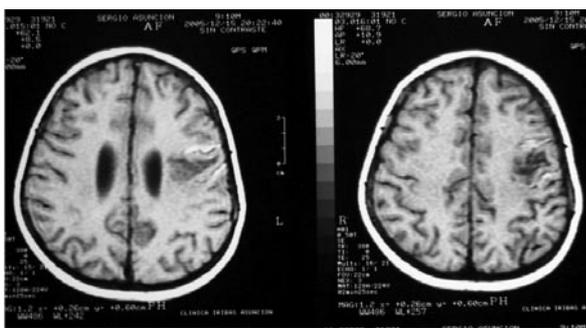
RMN cerebral, corte axial en densidad protónica hipointensa con área hiperen región temporal izquierda, territorio de la arteria cerebral media
